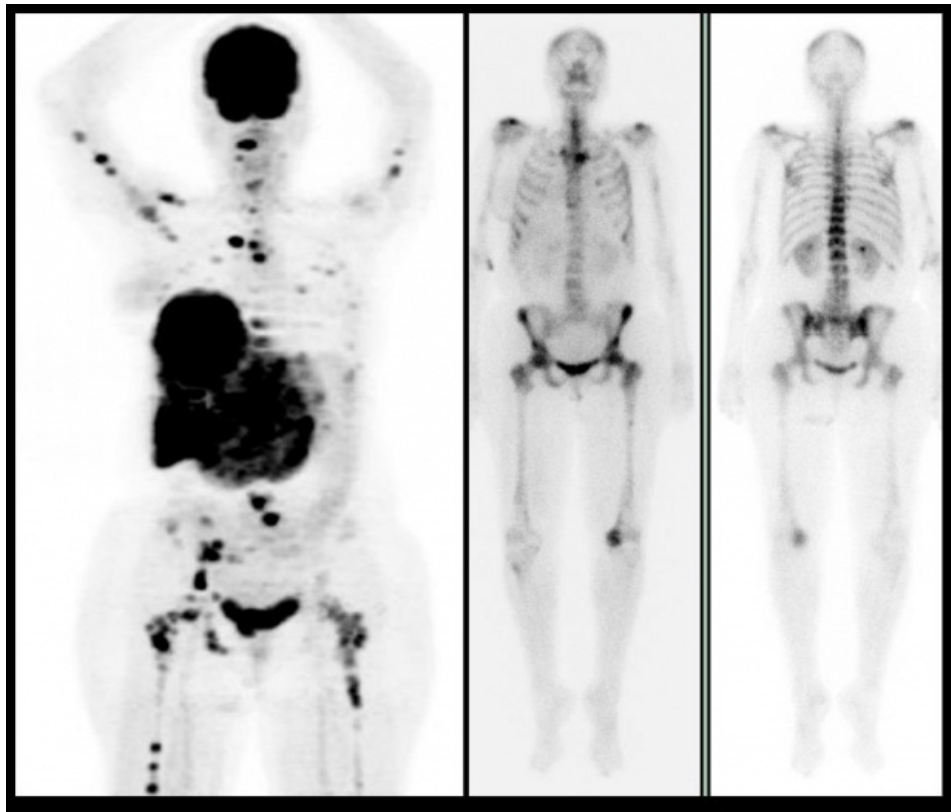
Paciente de 55 años, con diagnóstico de cáncer de mama ductal infiltrante metastásico de 12 años de evolución. Las diferencias en la resolución y detección de lesiones óseas son notables al comparar la proyección de máxima intensidad del PET-CT (izquierda) con el rastreo óseo (derecha), siendo mucho mayor la sensibilidad para el primer método. De acuerdo a los hallazgos tomográficos, las lesiones óseas encontradas eran mixtas.
